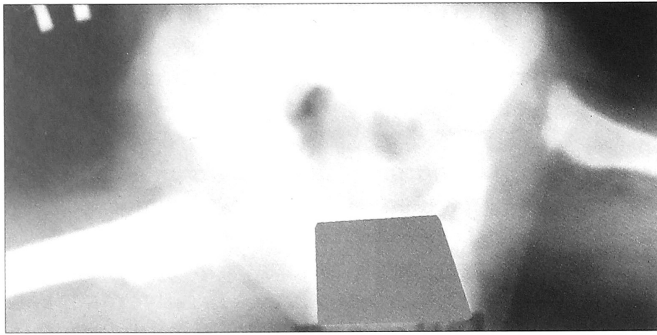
Рентгенограмма тазобедренных суставов больного с дистензионным вывихом бедра.
